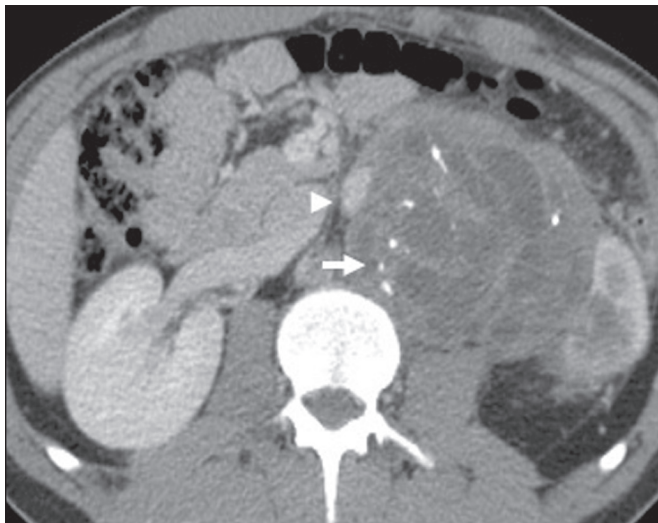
Teratoma maduro em mulher de 23 anos. A imagem de TC demonstra massa retroperitoneal com componentes de gordura, áreas císticas e calcificações de permeio (seta). Estes achados em conjunto, com destaque para componente adiposo, sugerem a possibilidade de lesão de origem germinativa. Observa-se deslocamento anterior da aorta em relação ao corpo vertebral – sinal indireto de localização retroperitoneal (cabeça de seta). A confirmação diagnóstica foi por biópsia percutânea.
